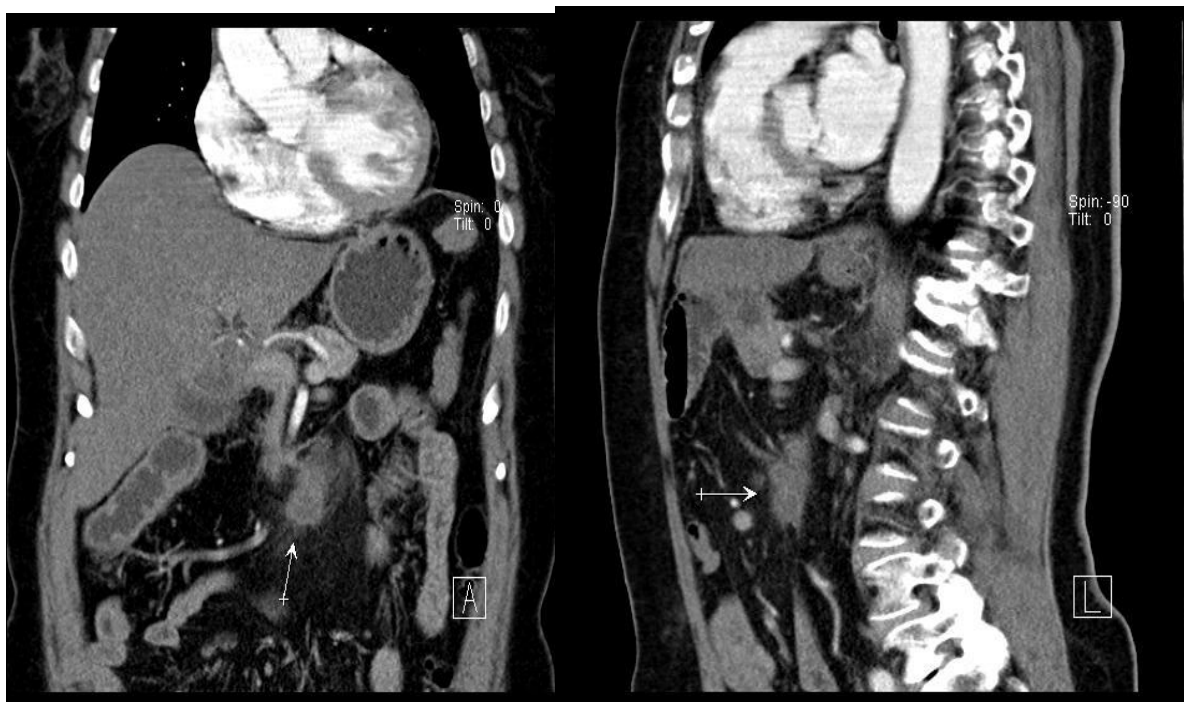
Хвора Л., 57 р. МСКТ. Локорегіонарний рецидив через 21 міс після ПДР. Планується оперативне втручання з приводу рецидиву пухлини.
